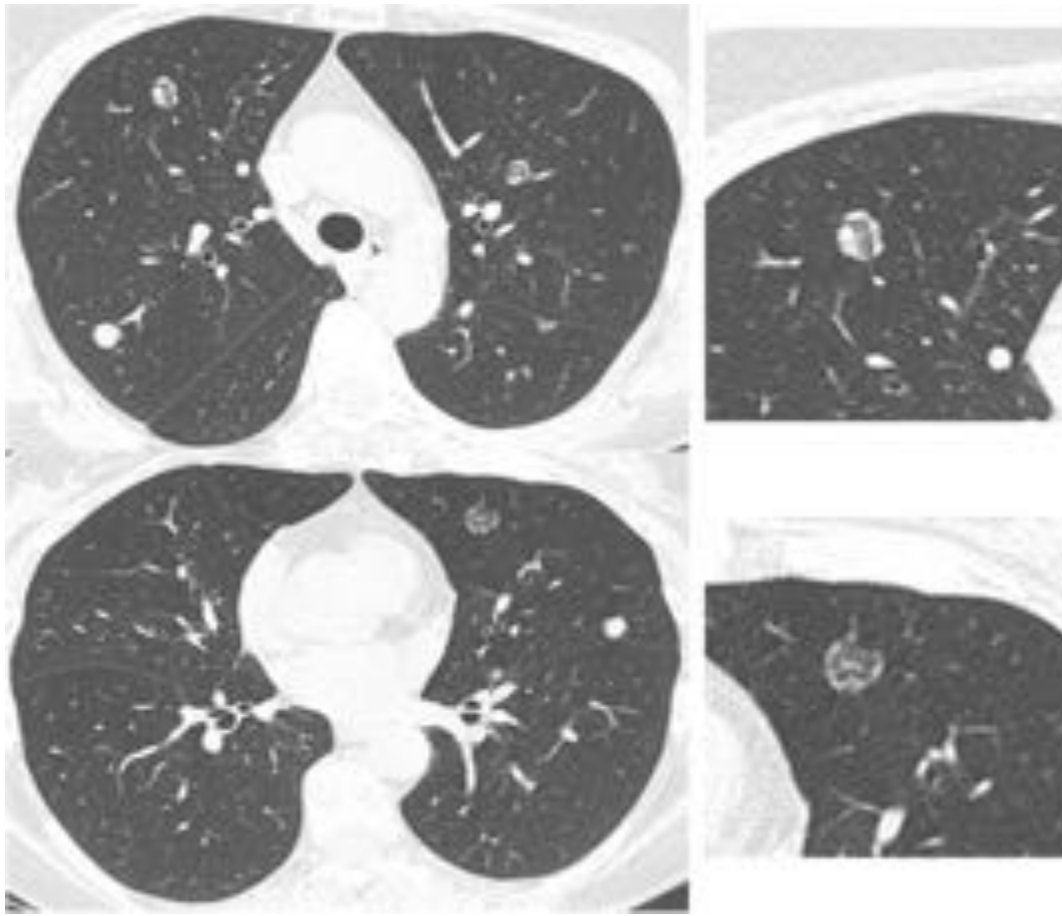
Metástasis de carcinoma adenoide quístico del maxilar izquierdo en mujer de 58 años tratada con quimio y radioterapia. En la TC se observan múltiples lesiones nodulares bilaterales, unas sólidas y otras con SHI. En los pacientes con neoplasia primaria conocida las lesiones con SHI pueden ser una representación atípica de enfermedad metastásica. El diagnóstico diferencial incluye la NO producida por toxicidad al fármaco en el caso de que el paciente haya recibido quimioterapia.
